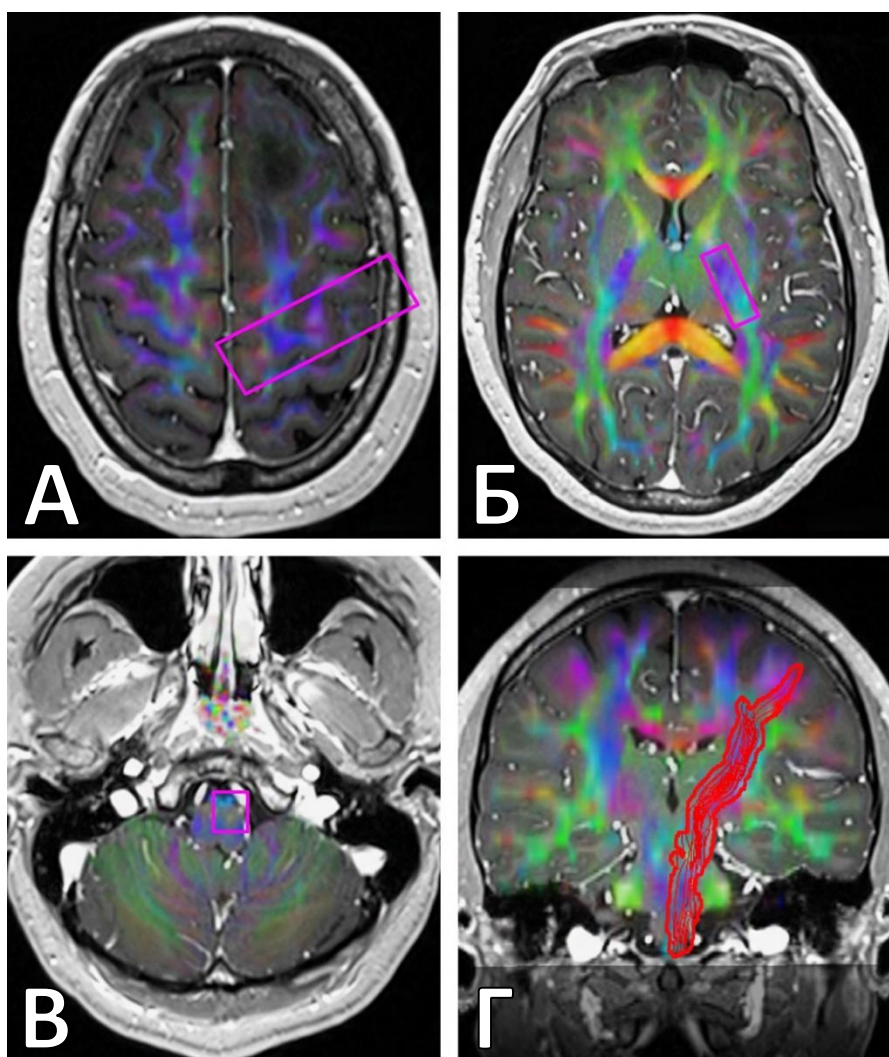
Построение КСТ на основании диффузионно-тензорного исследования в модуле Stealth Viz. А. Т1-взвешенное с контрастированием изображение МРТ головного мозга в аксиальной проекции с наложенным на него диффузионно-тензорным исследованием. Фиолетовым прямоугольником обозначена зона интереса, построенная в области левой прецентральной извилины. Б. Т1-взвешенное с контрастированием изображение МРТ головного мозга в аксиальной проекции с наложенным на него диффузионно-тензорным исследованием. Фиолетовым прямоугольником обозначена зона интереса, построенная в области заднего колена левой внутренней капсулы. В. Т1-взвешенное с контрастированием изображение МРТ головного мозга в аксиальной проекции с наложенным на него диффузионно-тензорным исследованием. Фиолетовым прямоугольником обозначена зона интереса, построенная в области левой пирамиды продолговатого мозга. Г. Т1-взвешенное с контрастированием изображение МРТ головного мозга во фронтальной проекции с наложенным на него диффузионно-тензорным исследованием. Красным цветом выделен левый КСТ, который был реконструирован на основании выбора регионов интереса
